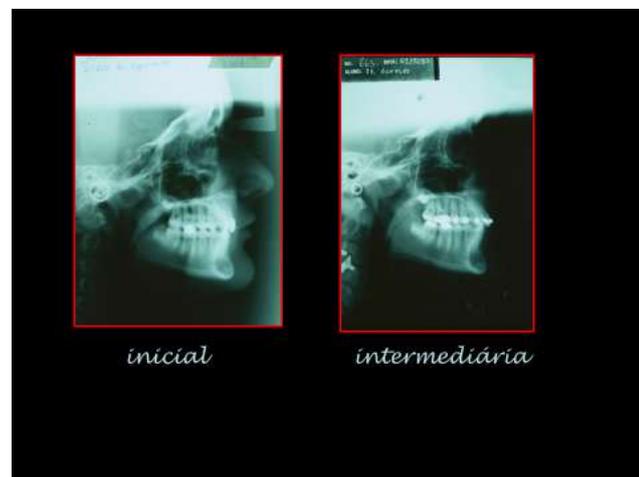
Telerradiografias em norma lateral, inicial e intermediária, demonstrando o objetivo funcional articular atingido.
